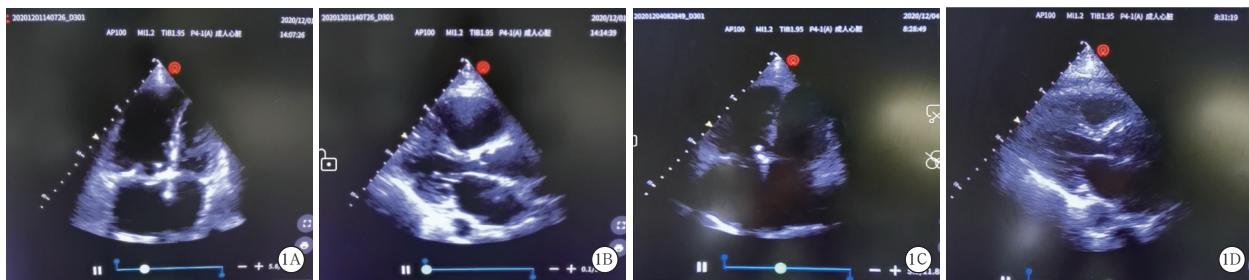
1例74岁女性三尖瓣置换术后急性右心衰竭患者治疗前后床旁心脏超声的变化 患者转入重症监护病房(ICU)时(2020年12月1日,A~B)心尖四腔心切面及胸骨旁长轴切面可见右心室扩大,右心室与左心室内径比值>1,收缩期左心室乳头肌“亲吻征”;转出ICU时(2020年12月4日,C~D)患者右心室较前缩小、收缩功能好转,左心室乳头肌“亲吻征”消失、舒张功能较前改善
